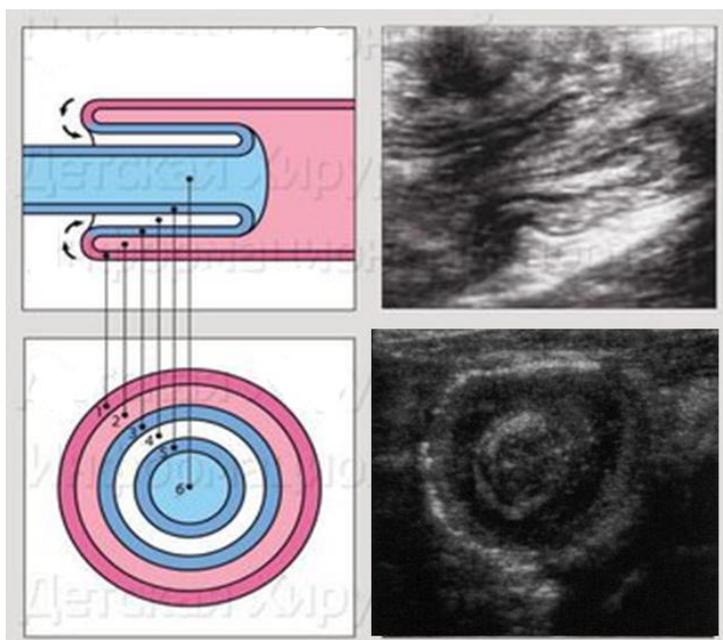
Визуализация инвагината на УЗИ (симптом «мишени»)
